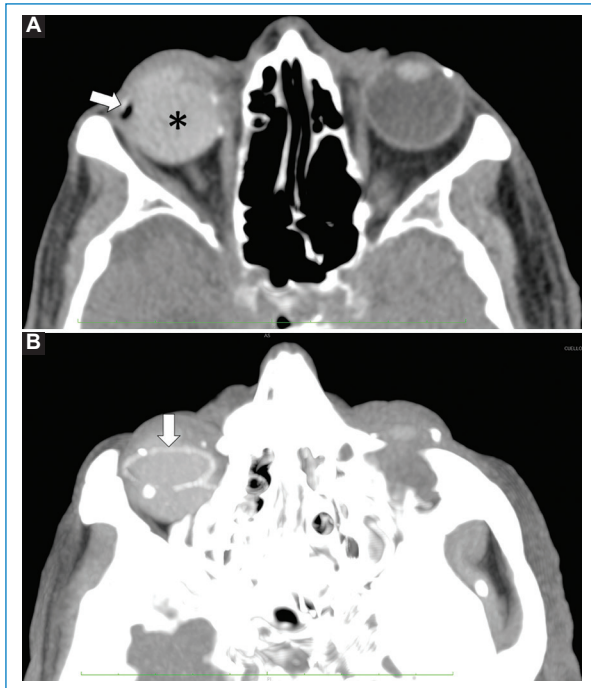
Paciente de 40 años con antecedente de desprendimiento de retina tratado con inyección de silicona intraocular y banda escleral. A: TC simple de los ojos en plano axial y B: plano axial con proyección de máxima intensidad que demuestra contenido de alta densidad con valor de 102 UH por silicona intraocular (asterisco en A) y banda escleral (flecha en A y B) en el ojo derecho.
